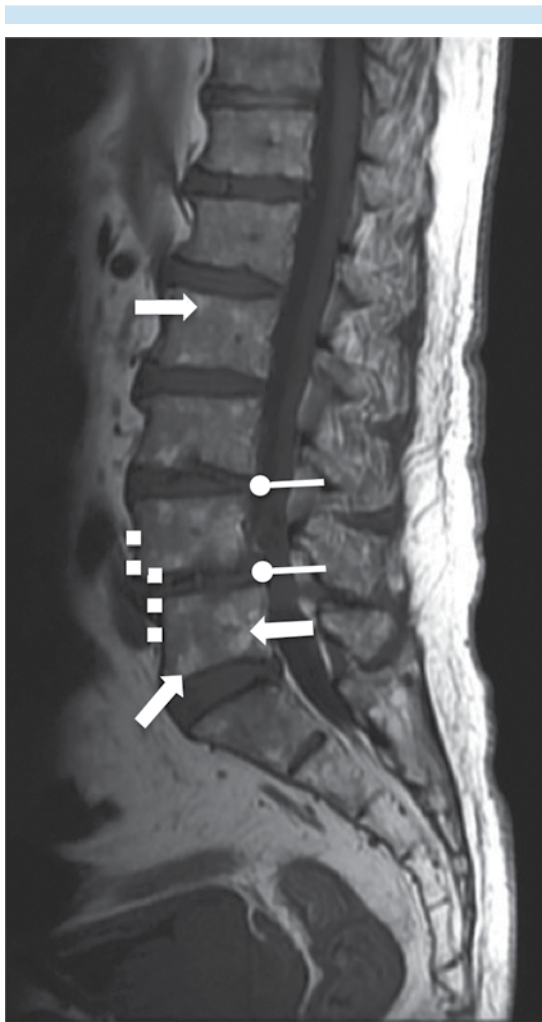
Resonancia magnética potenciada en T1, corte sagital: múltiples imágenes hiperintensas de morfología redondeada localizadas en casi todos los cuerpos vertebrales (flechas), hallazgo en relación con recambio graso. Nótese los importantes cambios degenerativos discales manifestados por deshidratación de los discos intervertebrales y disminución en su altura (flechas con punta redonda) y la pérdida de alineación de los cuerpos vertebrales en L4-L5 (línea punteada) que corresponde a listesis.
